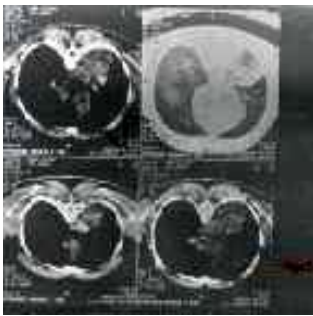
TC. Masa tumoral
